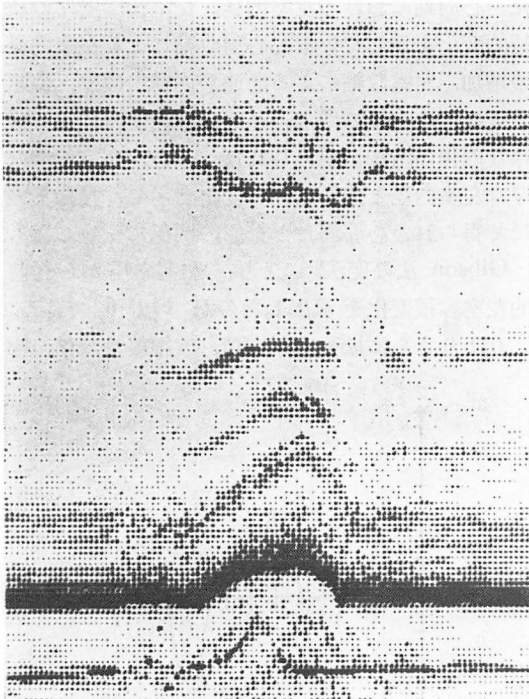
A M-mode presentation of the echocardiographic signal on CRT.
